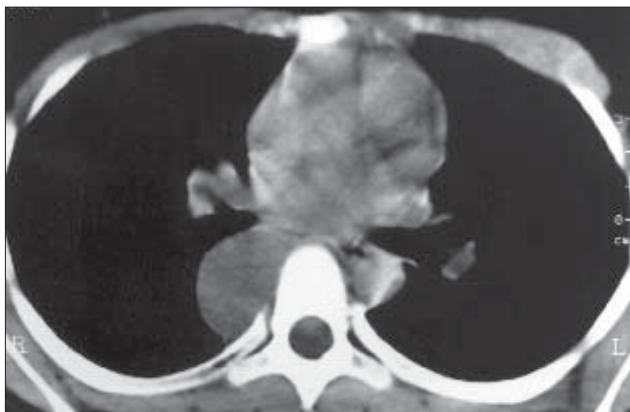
Neuroblastom. Secțiune axială CT. Masă densă situată în șanțul costovertebral drept.
